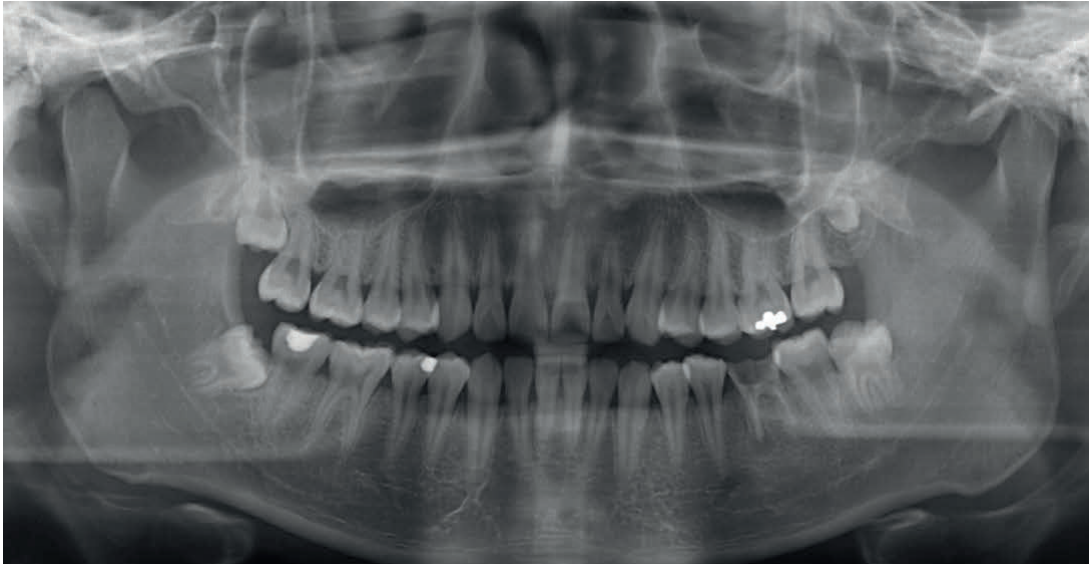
Panoramarröntgen von Patient 1 (vor Extraktion der Zähne 36 und 38)
